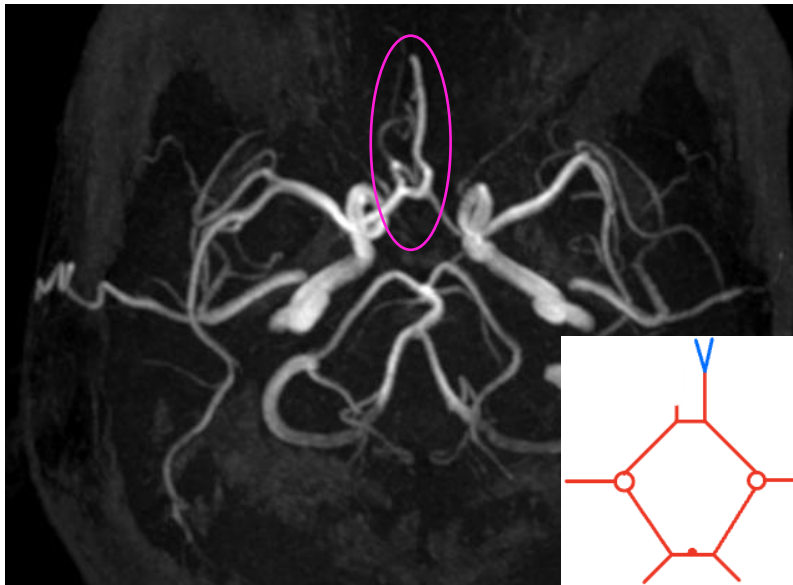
(Angio-RM): arteria cerebral anterior bihemisférica con hipoplasia del segmento A2 derecho
